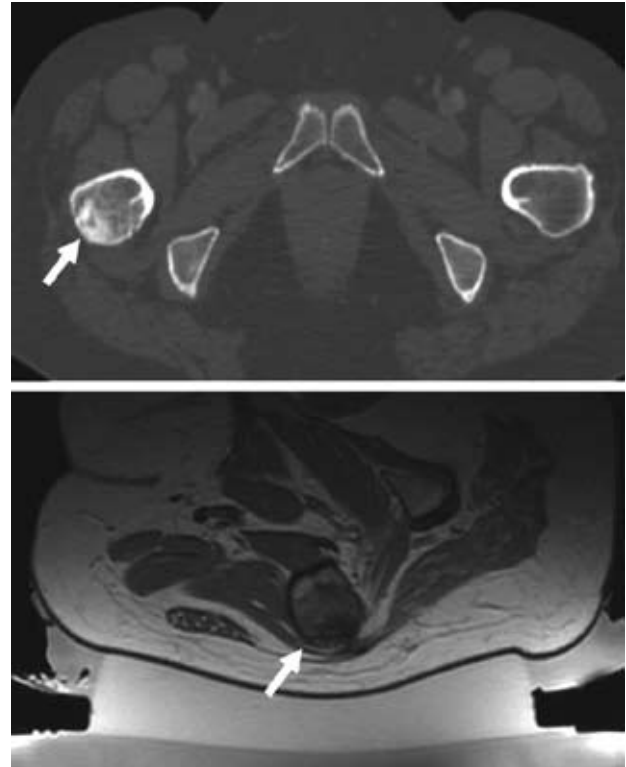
Caso clínico 2. Estudio RM previo (superior) y posterior al tratamiento MRgFUS. Se indica la zona metastásica tratada.
